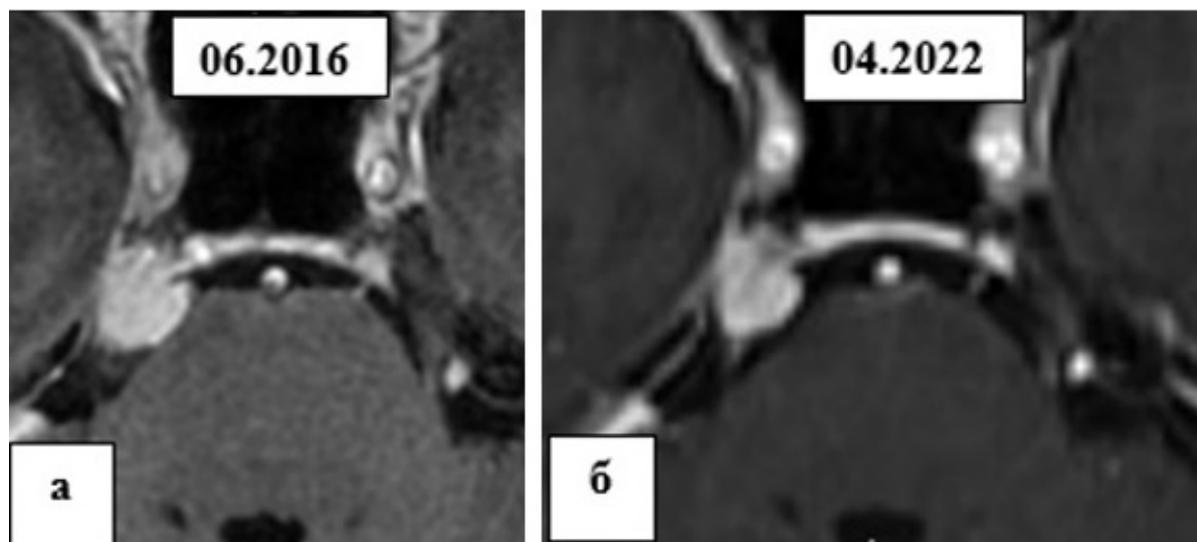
Пример лучевого лечения петроклиальной менингиомы маленьких размеров в режиме радиохирургии (СОД 16 Гр), распространяющейся в область кавернозного синуса. а – МРТ до лучевого лечения. б – МРТ через 57 месяцев после ЛТ. Определяется ответ опухоли на ЛТ в виде уменьшения объема менингиомы
